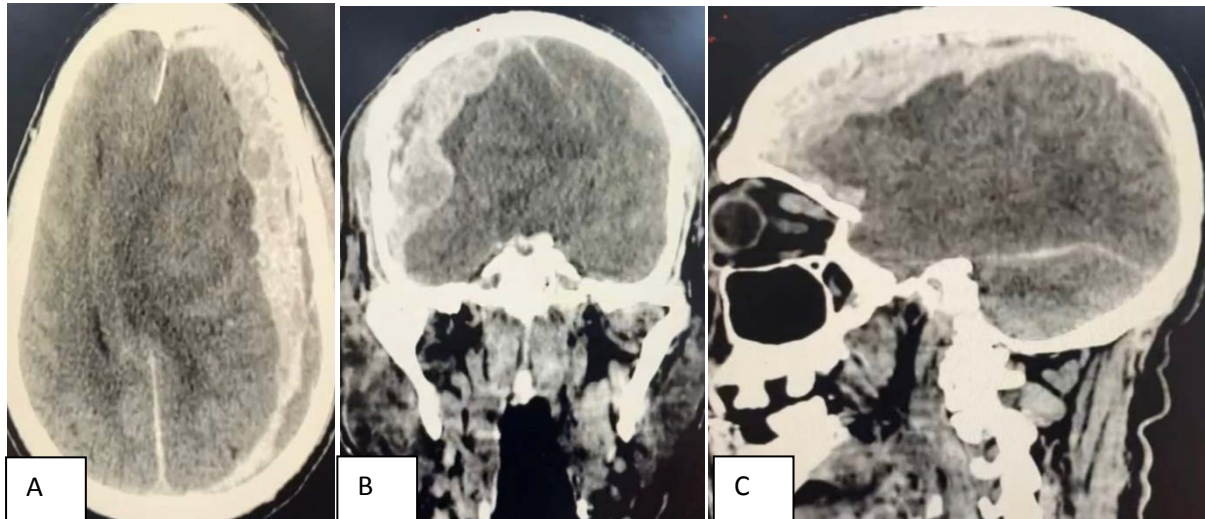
TDM cérébrale,avec reconstruction axiale (A) , reconstruction coronale (B) , reconstruction sagittale (C) montrant un hématome sous dural aigu avec effet de masse sur la ligne médiane.
